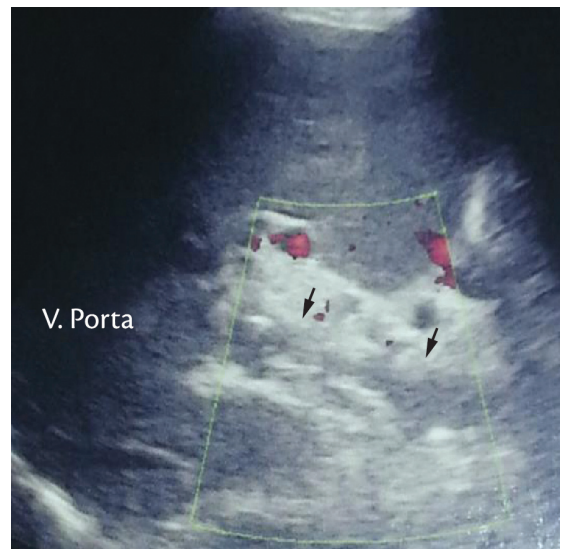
Ultrassonografia evidenciando veia porta com trombo hiperecoico e focos ecogênicos, que determinam sombra acústica posterior. Não há fluxo. Havia, também, presença de varizes ao redor da veia porta no hilo hepático. Baço com dimensões aumentadas.
